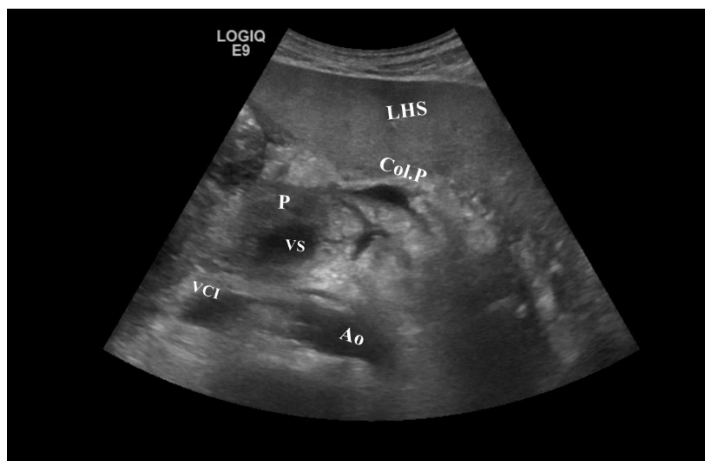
Colecție fluidă acută suprapancreatică – aspect ecografic. LHS - Lob hepatic stâng; Col.P - Colecție post pancreatită acută; P - Pancreas; VS - Vena Splenică; VCI - Vena Cavă Inferioară; Ao - Aorta abdominală.
